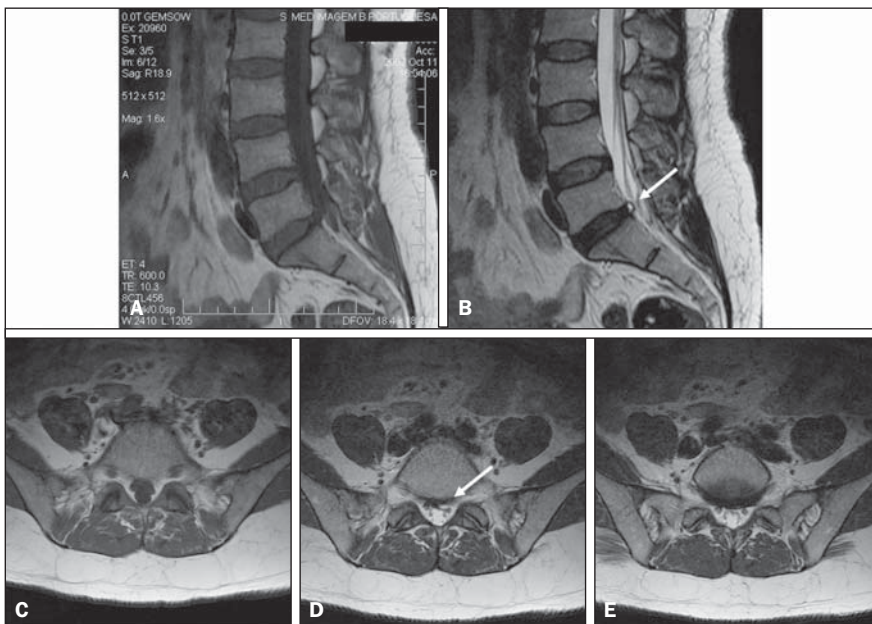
Cisto discal. Paciente do sexo feminino, 42 anos de idade, com lombociatalgia esquerda. RM no plano sagital demonstra formação cística bem delimitada na região de L5/S1, que apresenta baixo sinal em T1 (A) e hipersinal em T2 (B). No plano axial T1 (C) e T2 (D,E), a formação cística (seta) comprime a face ventral do saco dural.
